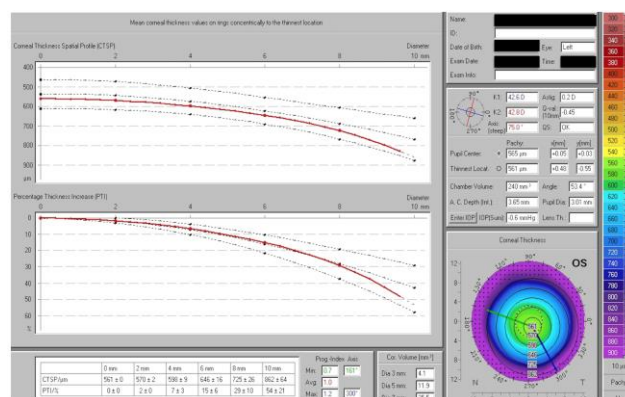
Avaliação mapa paquimétrico por tomografia de segmento anterior (Scheimpflug Camera, Pentacam[®])
